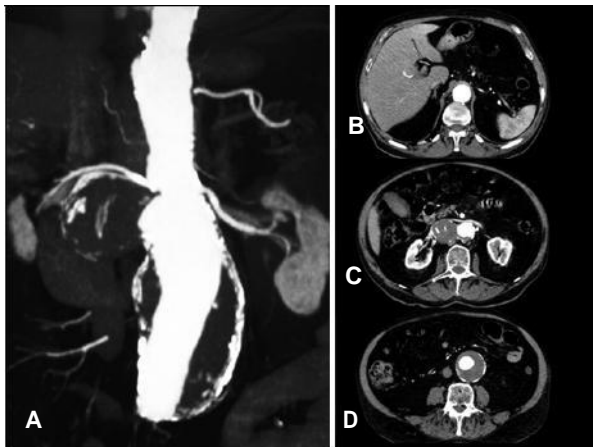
Tomografía computada de abdomen. Aneurisma sacular y fusiforme de la aorta abdominal (A). Ectasia de la aorta abdominal al nivel del tronco celíaco (B). Aneurisma sacular (77 mm) de la aorta abdominal, involucrando las arterias renales (C). Aneurisma fusiforme (58 mm) de la aorta abdominal abajo del nivel de las arterias renales (D).
